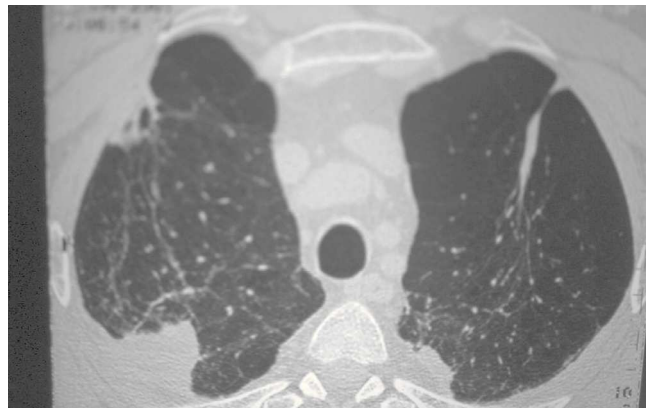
Tomografía axial computarizada con corte al mismo nivel de lóbulos superiores, donde se aprecian cicatrices apicales bilaterales y parénquima pulmonar organizado donde antes existían las bullas.
